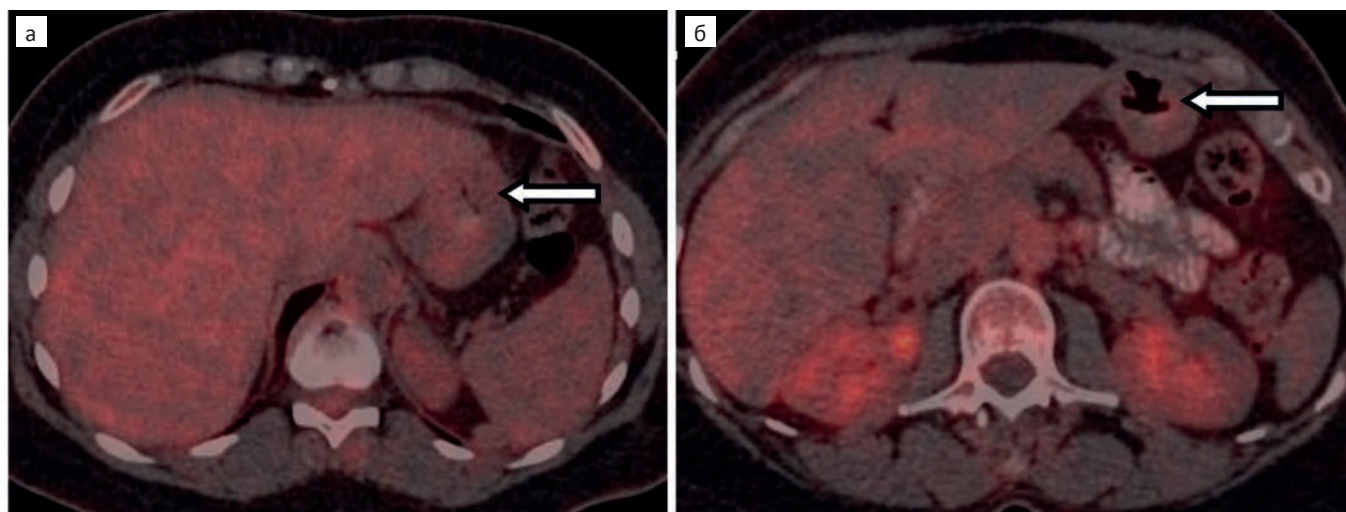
ПЭТ/КТ-томограмма больной В. после химиолучевого лечения. При ПЭТ/КТ гиперметаболизма ^{18}F -ФДГ в стенках желудка не обнаружено — полный метаболический ответ на полученное лечение
